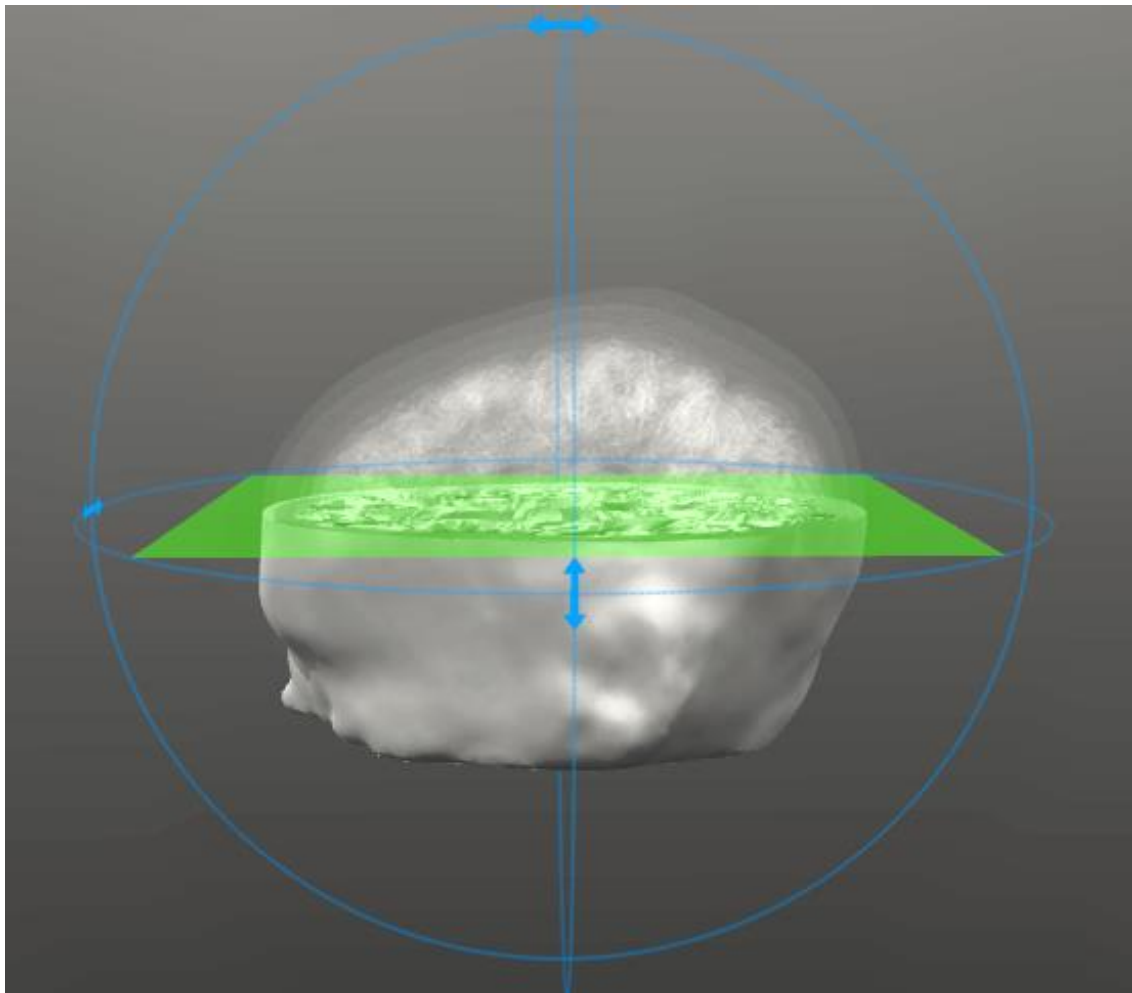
Jednotlivé modely částí lidské hlavy vytvořené ze skenů magnetické rezonance převzaté z [76].
